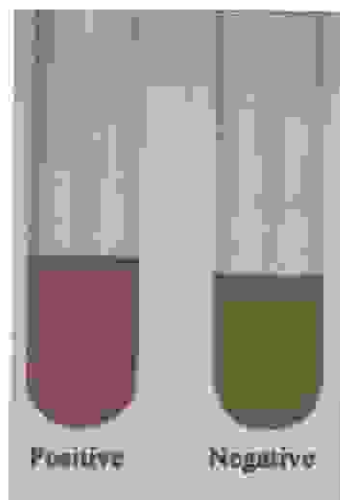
La réaction au rouge de méthyle (RM). (13)
